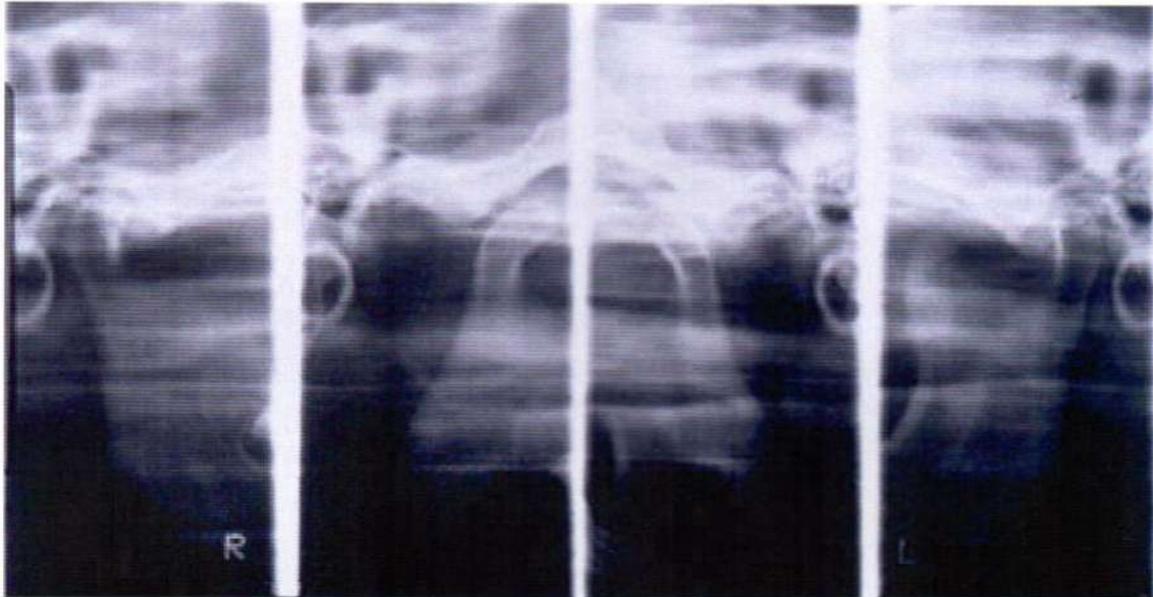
Ortopantomografía o laminografía de ATM a boca abierta y cerrada, donde se puede observar la desviación que sufre el cóndilo por algún traumatismo durante la infancia, denominado según Learreta, cóndilo en palo de jockey.
